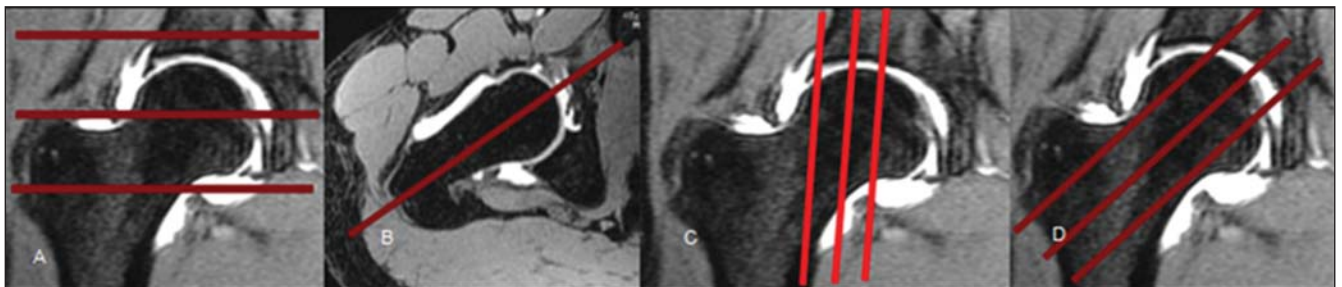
Posicionamento dos planos de corte de RM: axial (A), coronal (B), sagital reto (C) e sagital oblíquo (D).
